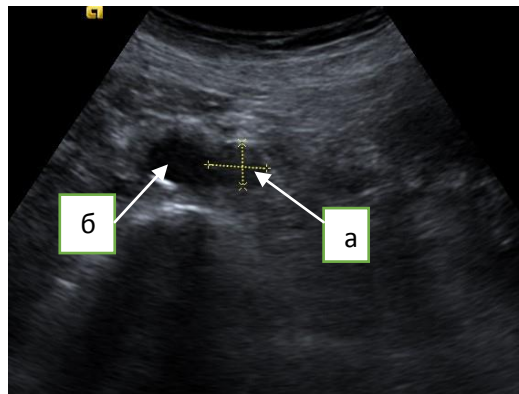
Ультразвуковая томограмма метастазов в поясничных лимфатических узлах: а) слева от брюшного отдела аорты; б) брюшная аорта.
